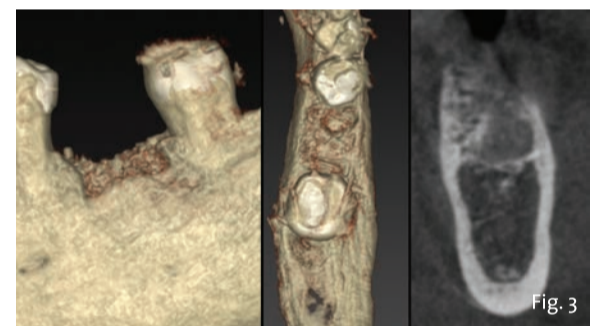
Valutazione radiografiche 3D in fase pre-operatoria.
